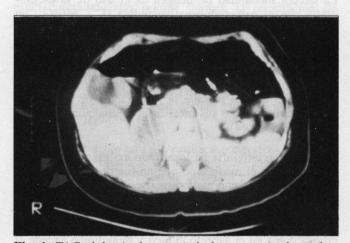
TAC abdominal que señala la presencia de un feocromocitoma en una mujer de 32 años con crisis hipertensivas paroxísticas.
